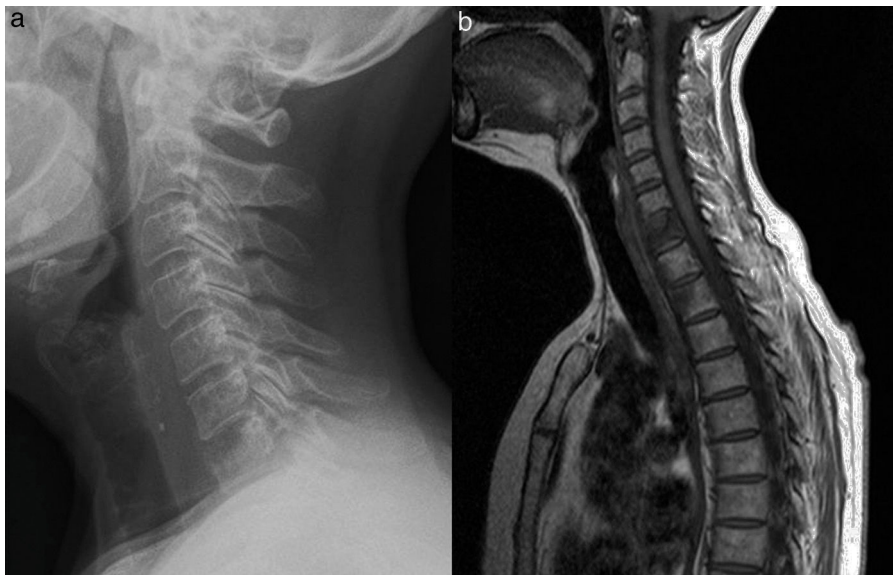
Lesión osteolítica del segmento anterosuperior del cuerpo vertebral de C7 (a). RM (b) sagital T1 cervicodorsal. Alteración difusa de la señal del hueso medular del cuerpo vertebral C7 con hundimiento y probable erosión del platillo vertebral superior. Afectación focal de la señal de intensidad similar y afectación de la mitad anterior en los cuerpos D1 y D2. Se observa componente de partes blandas lineal anterior a los cuerpos vertebrales desde C4 a C7. El patrón de señal es compatible con sustitución del hueso medular normal.
